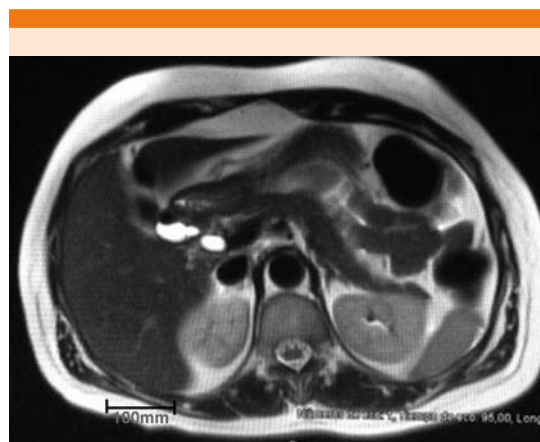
Resonancia magnética contrastada sin evidencia de lesiones o tumoraciones en el páncreas ni en el resto del abdomen.
